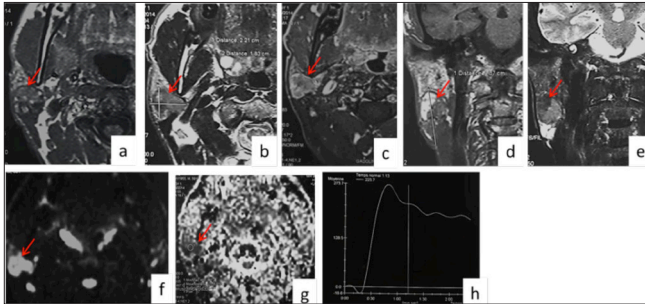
Aspect IRM de la tumeur de Whartin. Tumeur (indiquée en flèche rouge) à contours réguliers, du pôle inférieur de la parotide droite, majoritairement hétérogène, en hyposignal T1 (a et d) et T2 (b et e), avec des spots en hypersignal T1 (a et d). Réhaussement faible après injection de gadolinium (c). Hypersignal sur la séquence de diffusion (f). Courbe est de type B (h) sur la séquence de perfusion (g).
